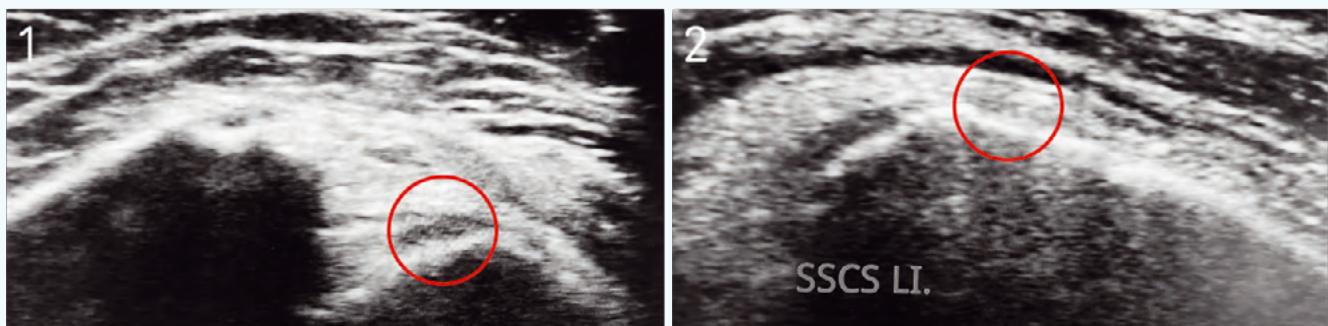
Ansatttendinopathie der Subscapularissehne. Patientin, 93 Jahre. Chronische ausgeprägte Schulterschmerzen links, bei Ansatttendinopathie der Subscapularissehne mit Teildefekt im Foot-Print-Bereich; (2) die Sonographie stellt die ansatznahe Subscapularissehnenläsion dar. Therapie: Zwei Applikationen einer Mischung von RegenPRP™ mit autologem Thrombinserum (ATS) im Abstand von 28 Tagen. Die Behandlung führt zu einem sehr guten Anheilungsergebnis und die Patientin ist schnell ohne Beschwerden bei freier Schulterfunktion. (2) Zustand einen Monat nach letzter PRP-ATS-Infiltration.
